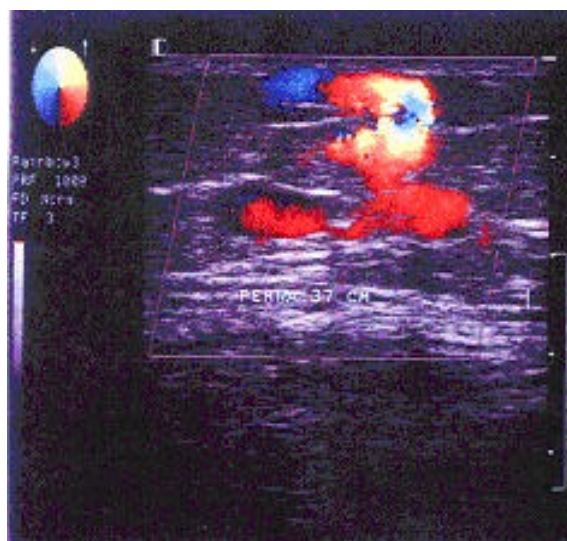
Eco-Doppler colorido e mapeamento de insuficiência de veias perforantes da panturrilha esquerda (face posterior) em paciente com varizes recidivadas.
